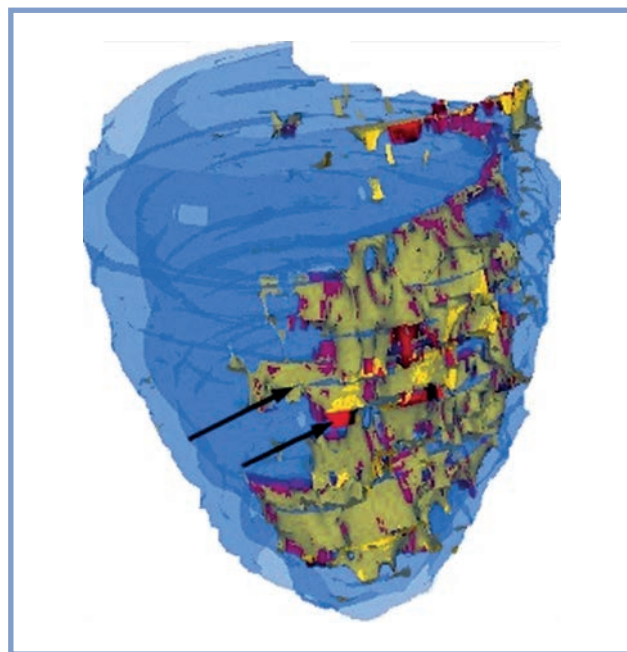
Трехмерная модель сердца пациента с постинфарктным кардиосклерозом, полученная при магнитно-резонансной томографии сердца высокого разрешения.
